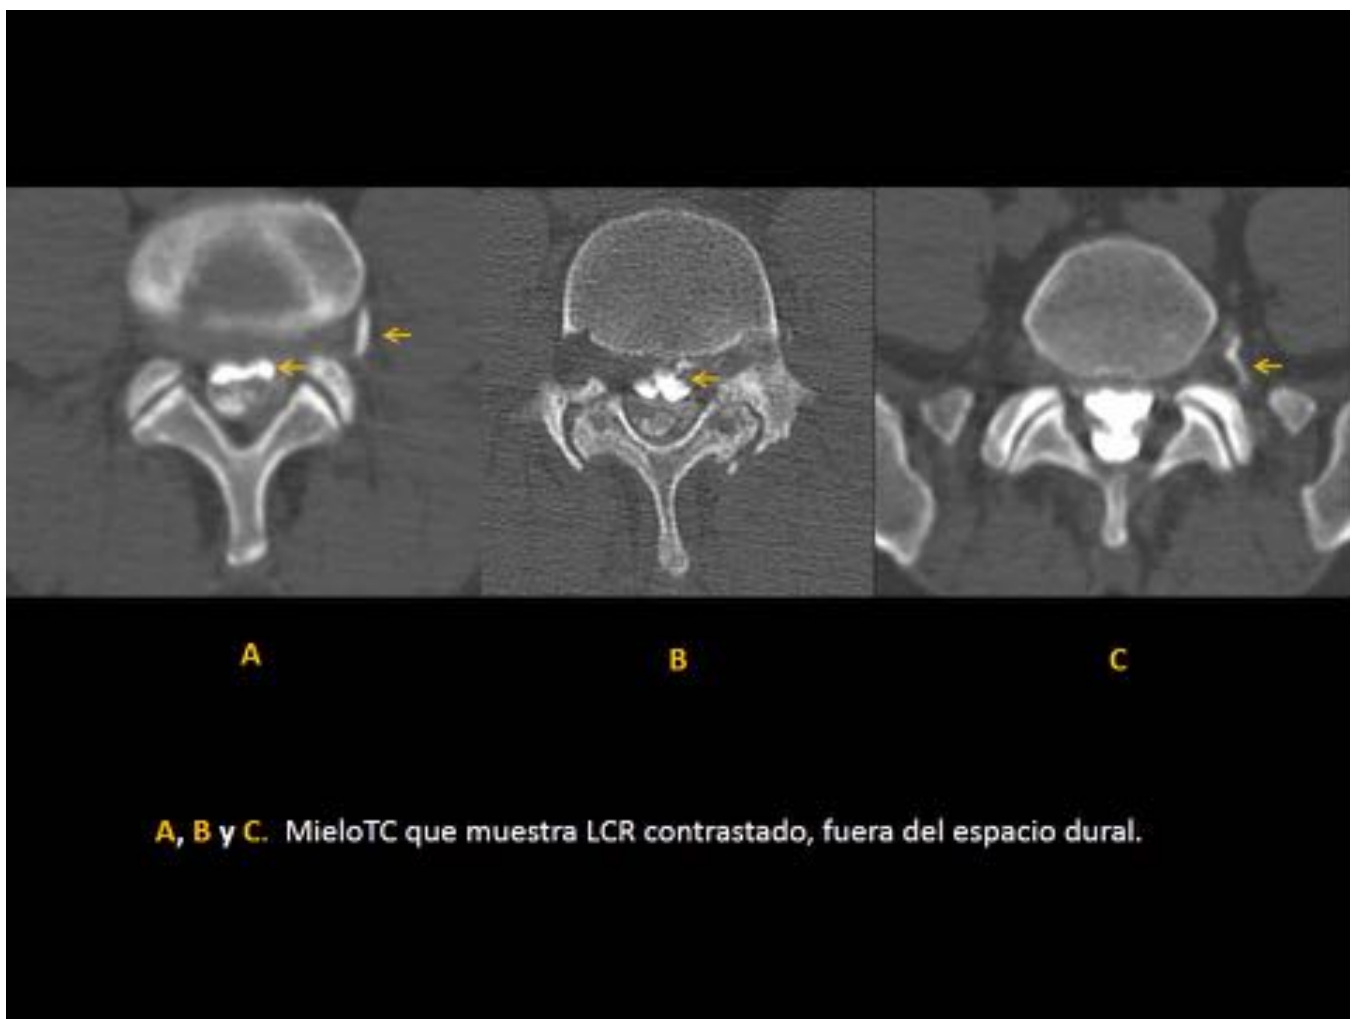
Fuga LCR Mielo-TC axial
